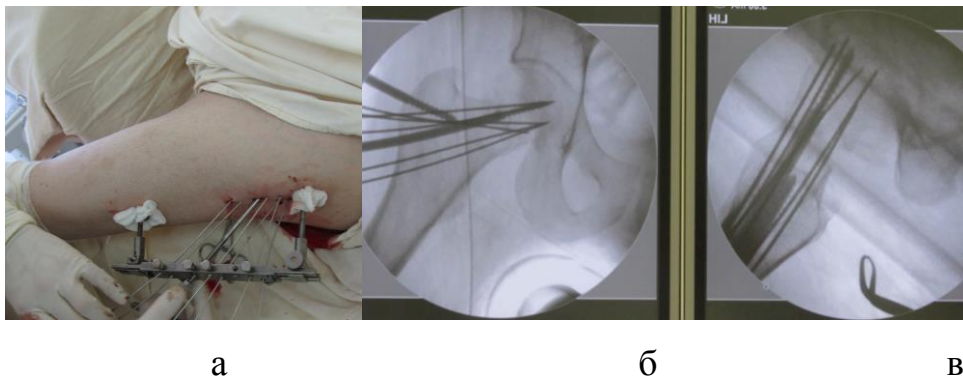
Фото бедра с тазобедренным суставом (а). Рентгенограммы бедра. Фиксирующие элементы в головке бедренной кости в прямой (б) и аксиальной (в) проекциях (ЭОП).
